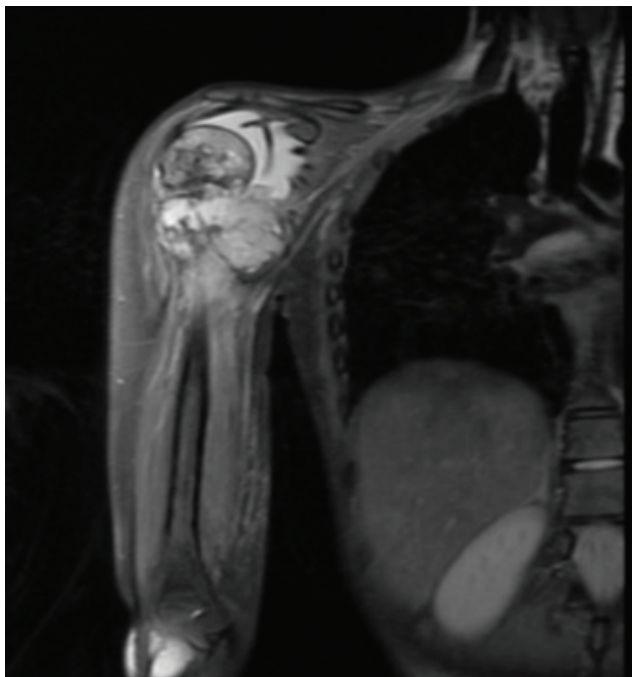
Resonancia magnética de hombro derecho con presencia osteosarcoma con involucro neurovascular
